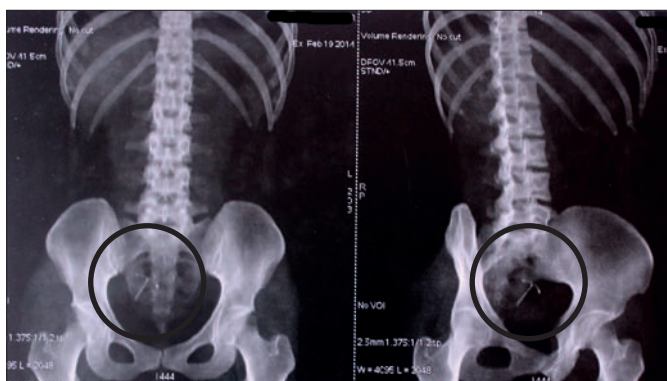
Tomografia computadorizada de abdômen e pelve
